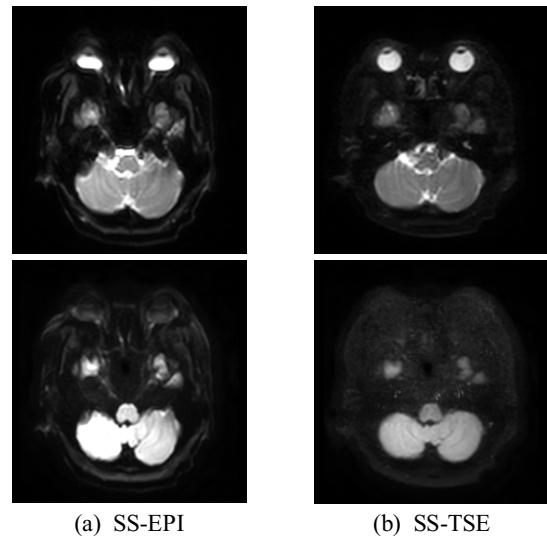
DWI according to sequences (a)ss-EPI, (b)SS-TSE.
